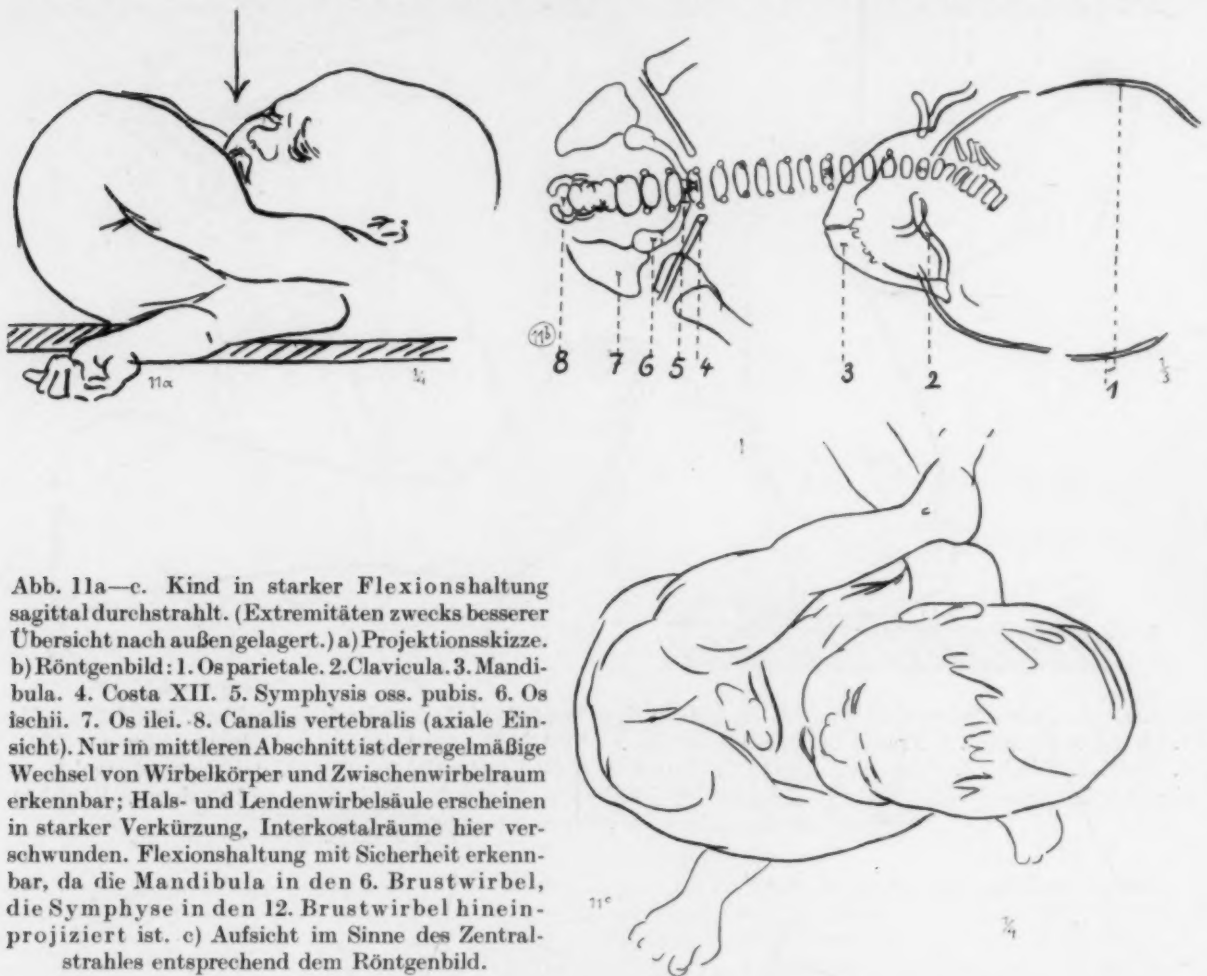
c. Kind in starker Flexionshaltung sagittal durchstrahlt. (Extremitäten zwecks besserer Übersicht nach außen gelagert.) a) Projektionsskizze. b) Röntgenbild: 1. Os parietale. 2. Clavicula. 3. Mandibula. 4. Costa XII. 5. Symphysis oss. pubis. 6. Os ischii. 7. Os ilei. 8. Canalis vertebralis (axiale Einsicht). Nur im mittleren Abschnitt ist der regelmäßige Wechsel von Wirbelkörper und Zwischenwirbelraum erkennbar; Hals- und Lendenwirbelsäule erscheinen in starker Verkürzung, Interkostalräume hier verschwunden. Flexionshaltung mit Sicherheit erkennbar, da die Mandibula in den 6. Brustwirbel, die Symphyse in den 12. Brustwirbel hineinprojiziert ist. c) Aufsicht im Sinne des Zentralstrahles entsprechend dem Röntgenbild.
